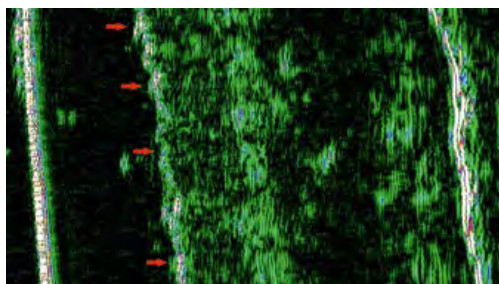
УЗИ кожи в 3-й группе через 70 дней после начала исследования.
